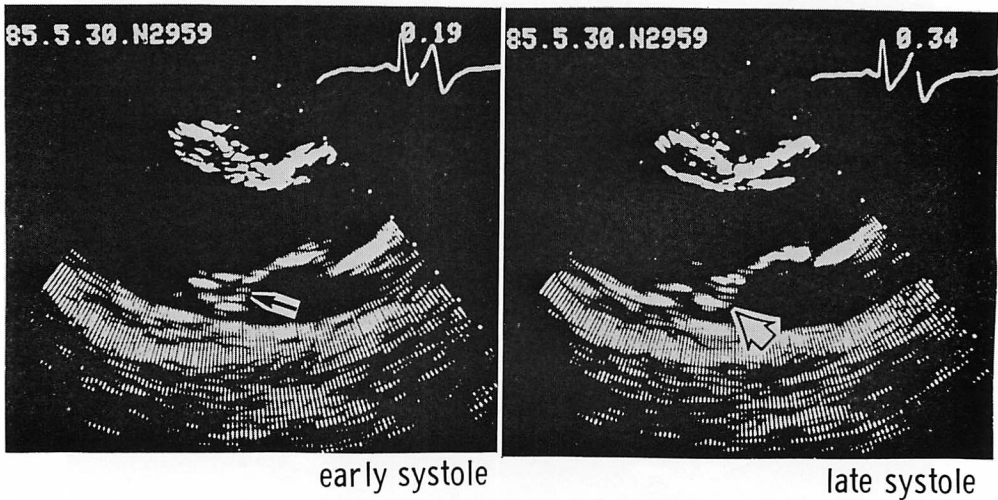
Long-axis two-dimensional echocardiograms in a case of MVP with late systolic MR.
